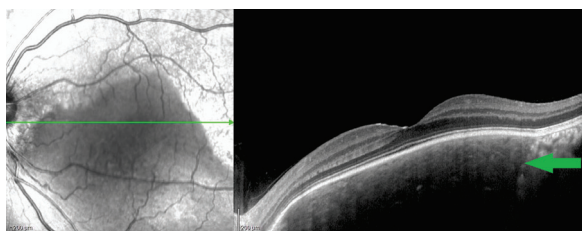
Оптическая когерентная томография левого глаза пациента Г., 22 года; горизонтальный скан через фовеу. Стрелка — граница остеомы хориоидеи и непоражённой хориоидеи. Фото глазного дна — рис. 6, б
